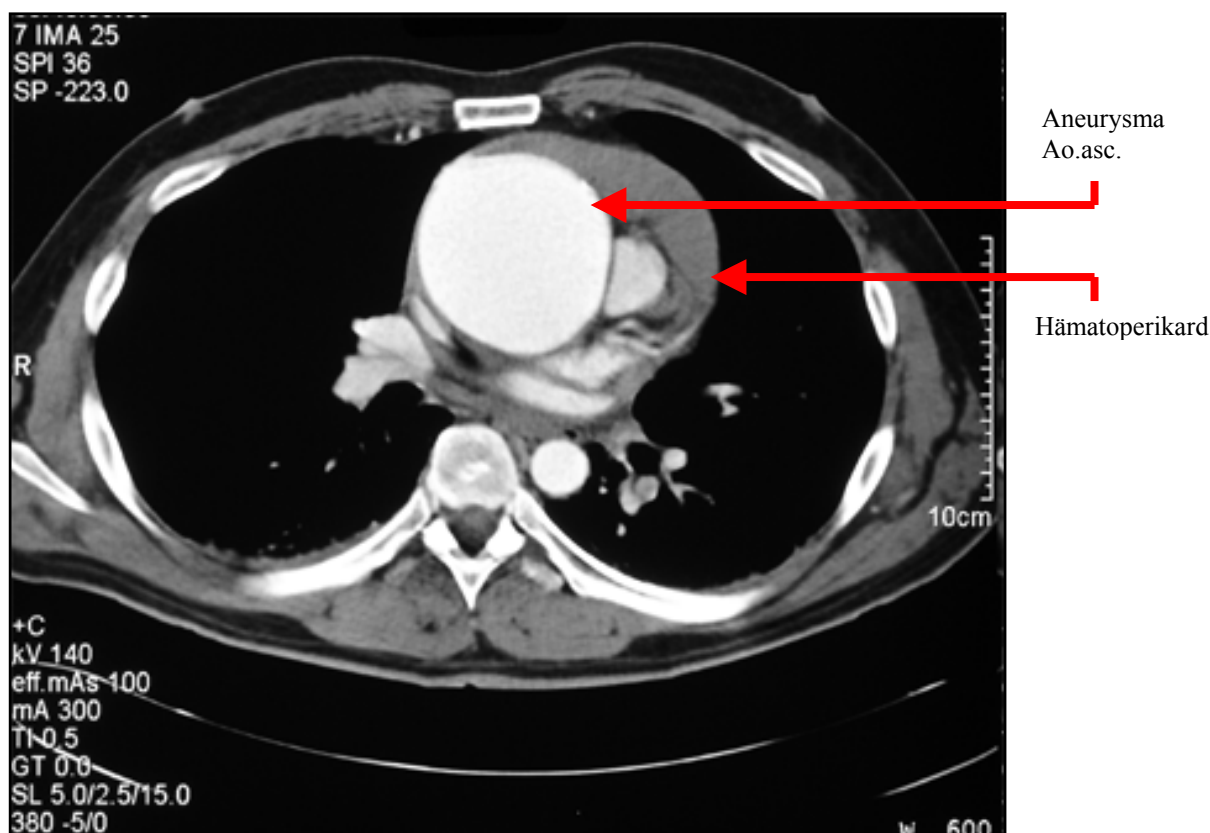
CT-Bild eines großes Aneurysmas der Ao.th. asc. bei Z.n. Ruptur mit Perikarderguss nach Gabe von Kontrastmittel
